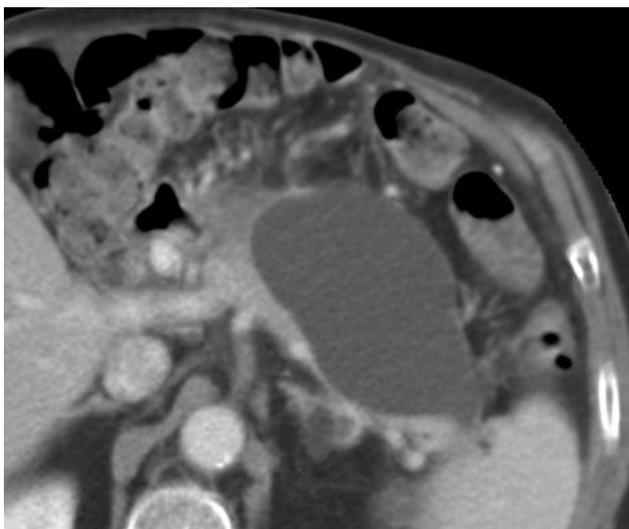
Estudio de TC en fase contrastada que muestra colección líquida bien definida 3 semanas después del diagnóstico de pancreatitis.
